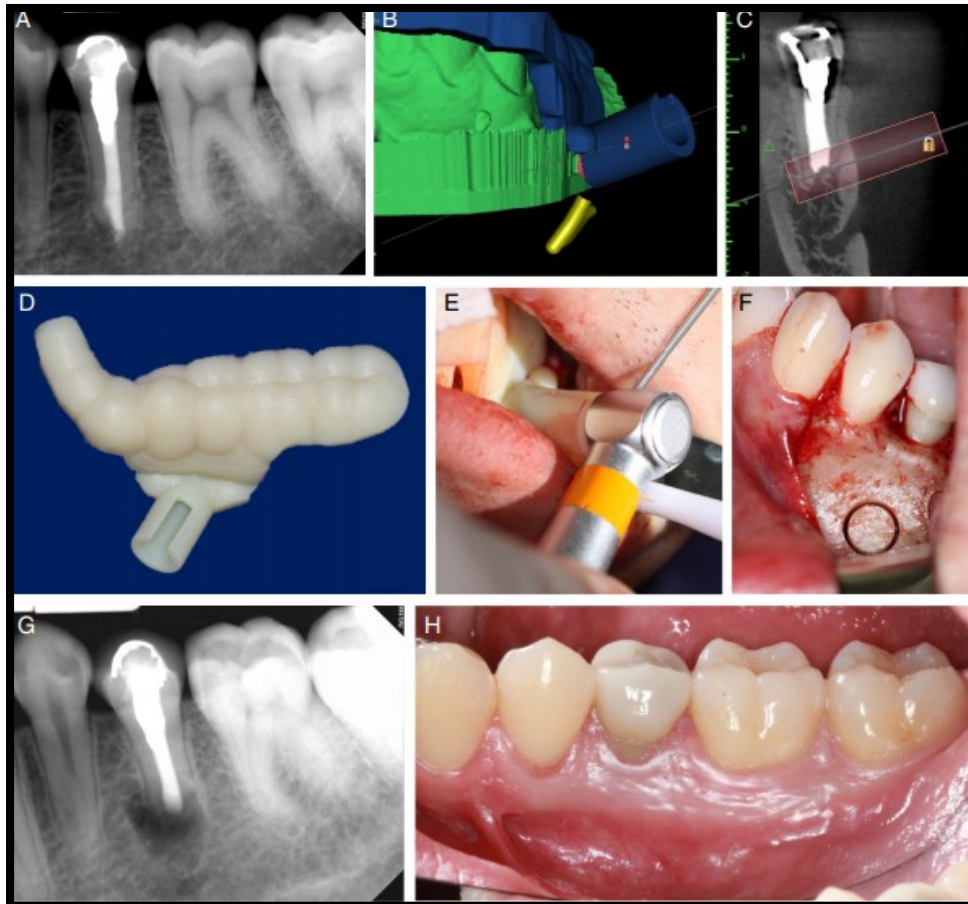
(A) Radiografia pré-operatória do elemento 35. (B) 3DSG fabricado digitalmente com porta trefina projetada para evitar lesão ao nervo mental (traçado a amarelo). (C) visão coronal do CBCT com trajeto da trefina a 1,5 mm da saída do nervo mental. (D) 3DSG com janela de irrigação na porta guia. (E) 3DSG inserido proporcionando afastamento labial. A terminação da osteotomia foi alcançada quando a peça de mão tocou a porta guia. (F) Osso vestibular após a utilização de broca trefina. (G) Radiografia pós-operatória imediata. (H) imagem pós-operatória de 2 meses. Adaptado de: Giacomino et. al., 2018.
